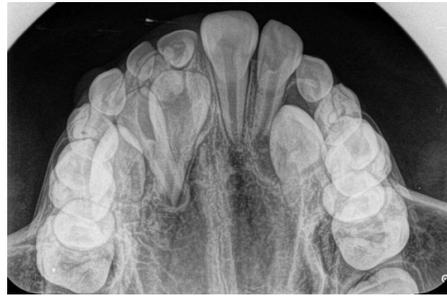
Radiografía oclusal del maxilar.²⁸
